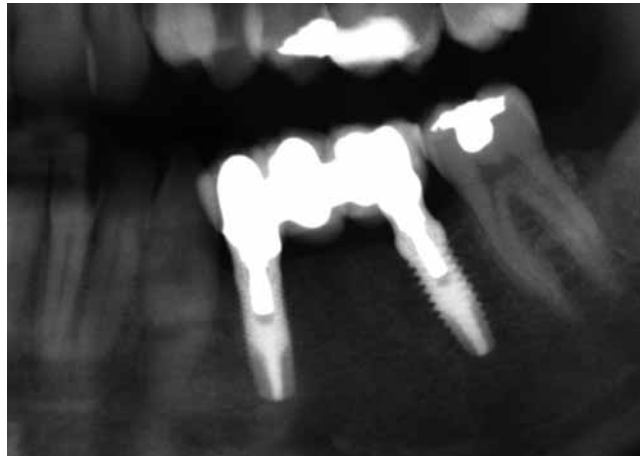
Das abschließende Röntgenbild zeigt das optimierte Eruptionsprofil und die Eliminierung der distalen Freieudsituation.
